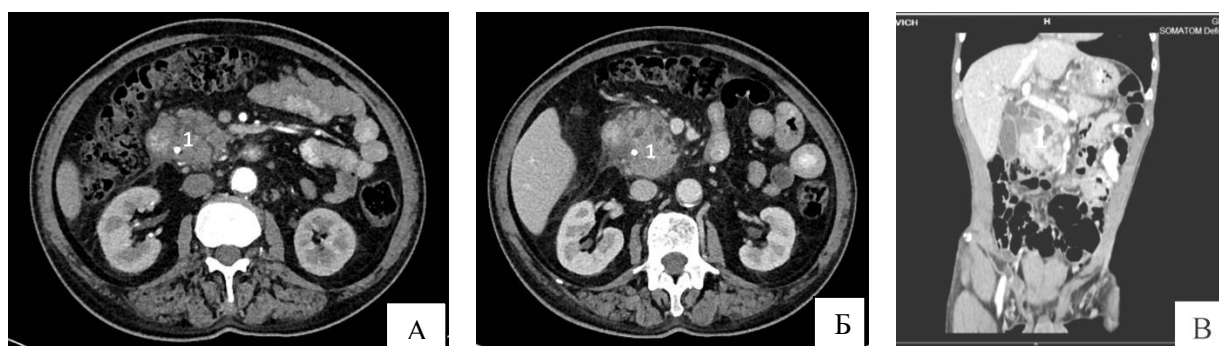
Сканограммы компьютерной томографии (две аксиальные (А, Б) и фронтальная (В) проекции) при опухоли головки поджелудочной железы (1)
